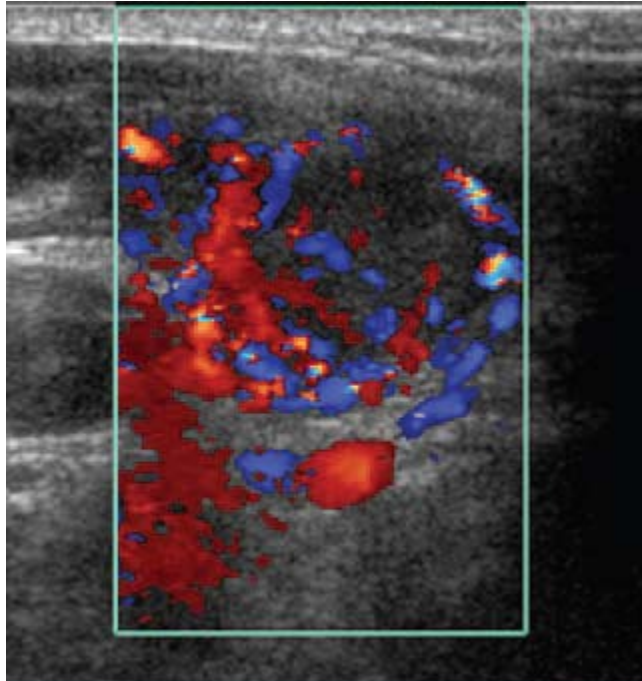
ultrasonido Doppler de un nódulo tiroideo que muestra aumento en la vascularidad interna. (1)
